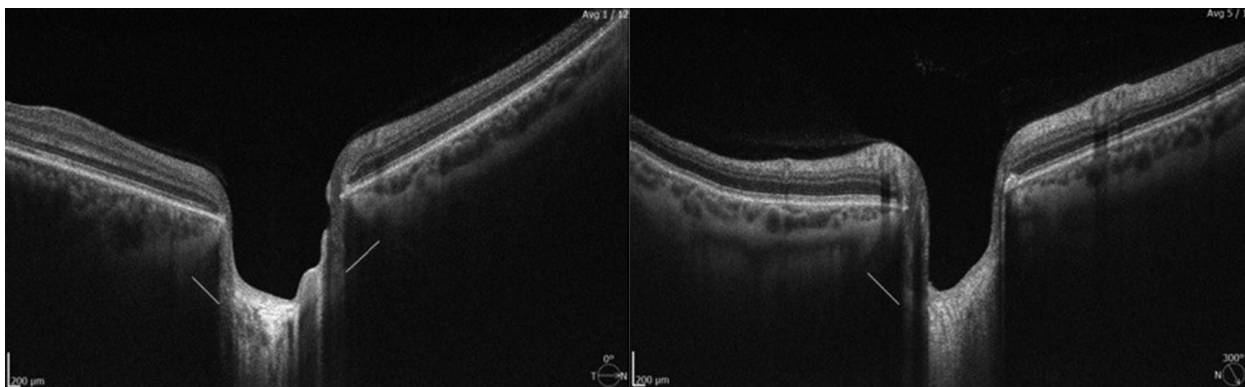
Оптическая когерентная томограмма диска зрительного нерва пациента с центральной серозной хориоретинопатией. Расширение орбитального пространства цереброспинальной жидкости
